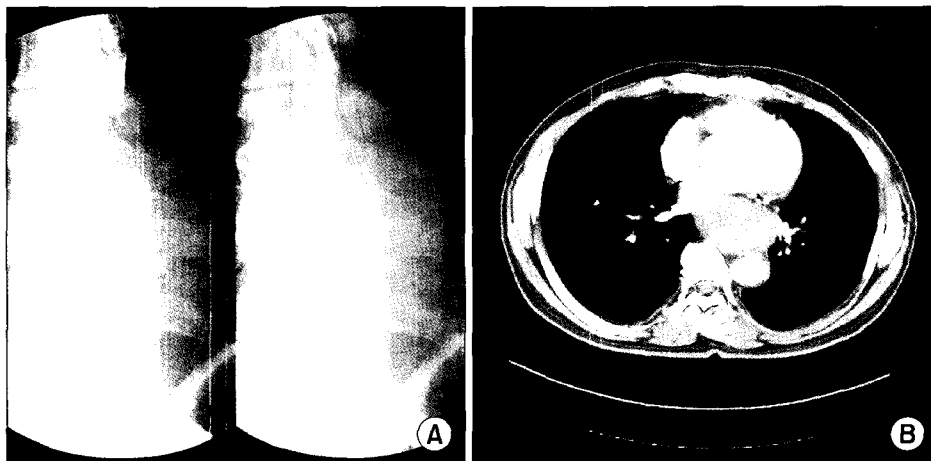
(A) Preoperative esophagogram shows about 8 cm sized extrinsic compressing lesion at the distal thoracic esophagus. (B) Preoperative chest CT shows thickening of esophageal wall and large eccentric mass at lower thoracic esophagus. It also shows that the esophageal mass is compressing the pulmonary vein and the left atrium, but fat plane between them is well preserved.
